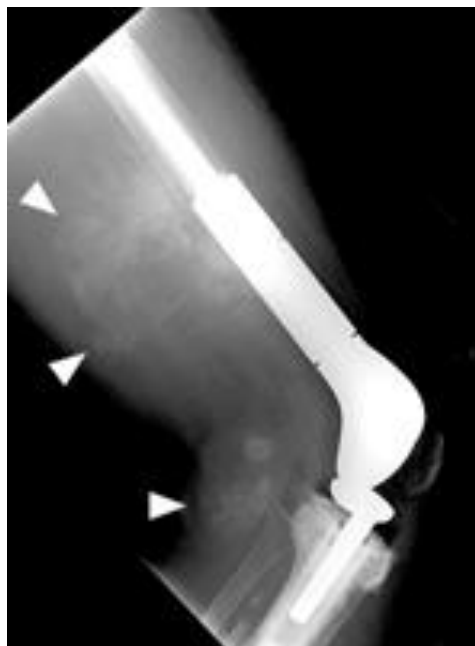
Рентгенограма протезованого колінного суглоба у бічній проєкції. Рецидивна ОС – в м'яких тканинах задньої поверхні стегнової кістки, на рівнях з'єднання протезу з кістками, визначаються конгломератні пухлинні кістковоутворення (стрілки).
